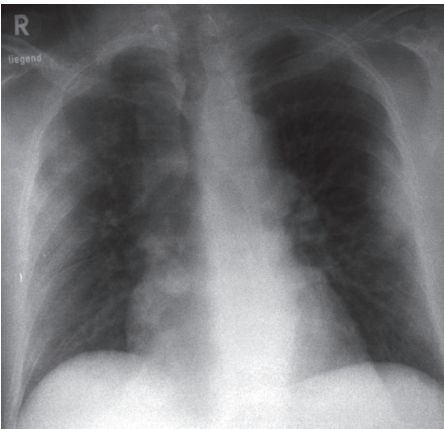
Röntgen des Thorax mit typischen Veränderungen einer Coronavirus-Infektion (6. Krankheitstag).
